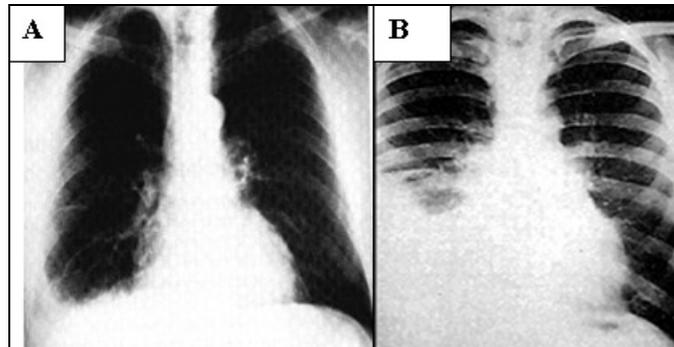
Radiographie en effusion pleurale gauche; A. Petite; B. Moyenne
